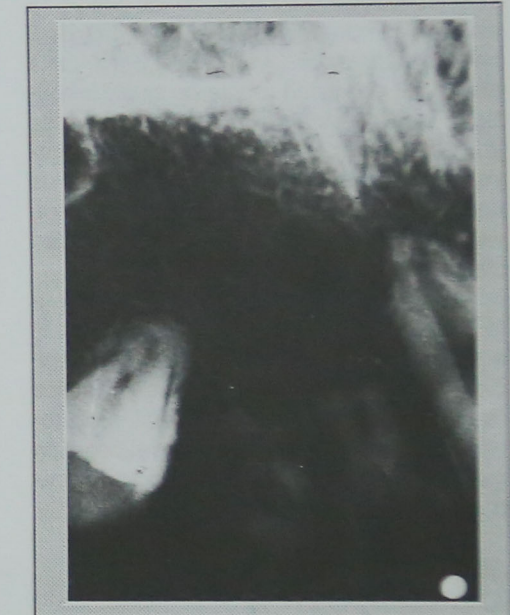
Enorme avance de la Reabsorción radicular externa en dientes anterosuperiores derechos. En 1.2 y 1.3 se pierden los tercios radiculares. (Téc. Periapical/1990).
